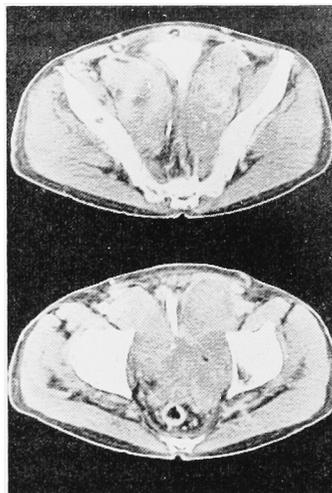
CT before treatment showing almost the whole pelvic cavity to be occupied by the tumor.
